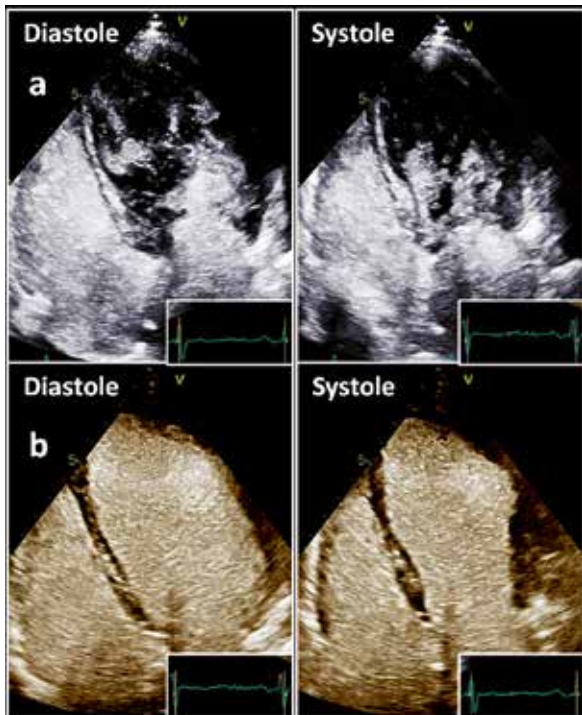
Unterschiede der Ultraschallenergie auf Kontrastmittel: Schlierenbildung im linksventrikulären Cavum bei normaler Schallenergie (a), vollständige Opazifizierung des linksventrikulären Cavums bei niedriger – korrekter – Schallenergie für die Kontrast-Echokardiographie (b).
